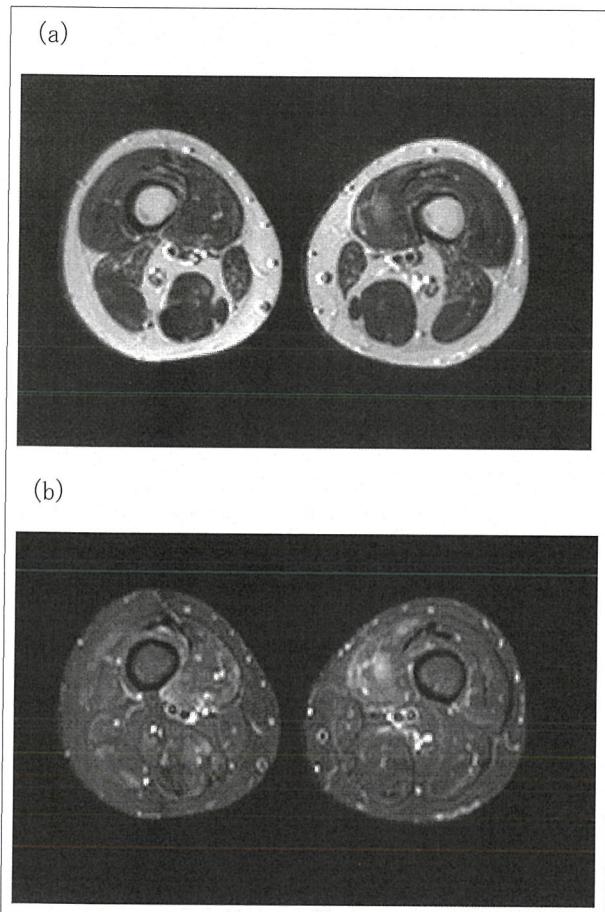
MRI images of thighs of NNS
